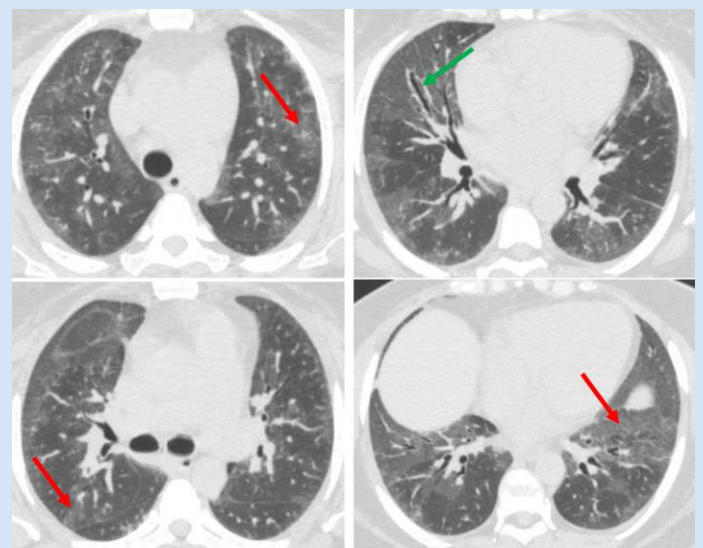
Tomografía con patrón de NINE.
